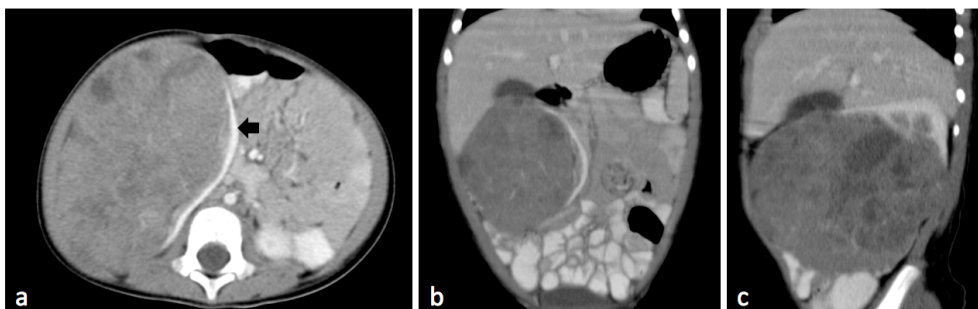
Paciente femenino de 1 año de edad. Tomografía contrastada de abdomen, plano axial (a), coronal (b) y sagital (c). Masa sólida de realce heterogéneo, > 10 cm de tamaño y áreas de menor densidad por necrosis. Presenta pseudocápsula formado por parénquima renal respetado (flecha negra en a). Resultado de histopatología compatible con tumor de Wilms subtipo favorable.
